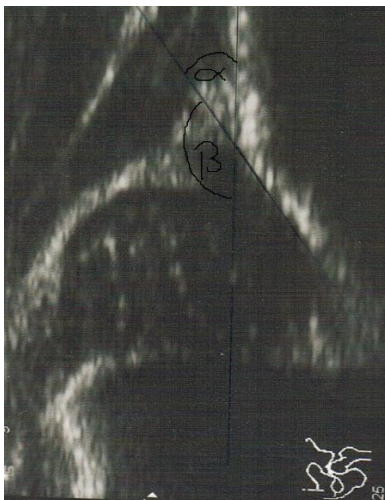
Beispiel-Sonogramm für eine Typ IIIb-Hüfte nach Graf
